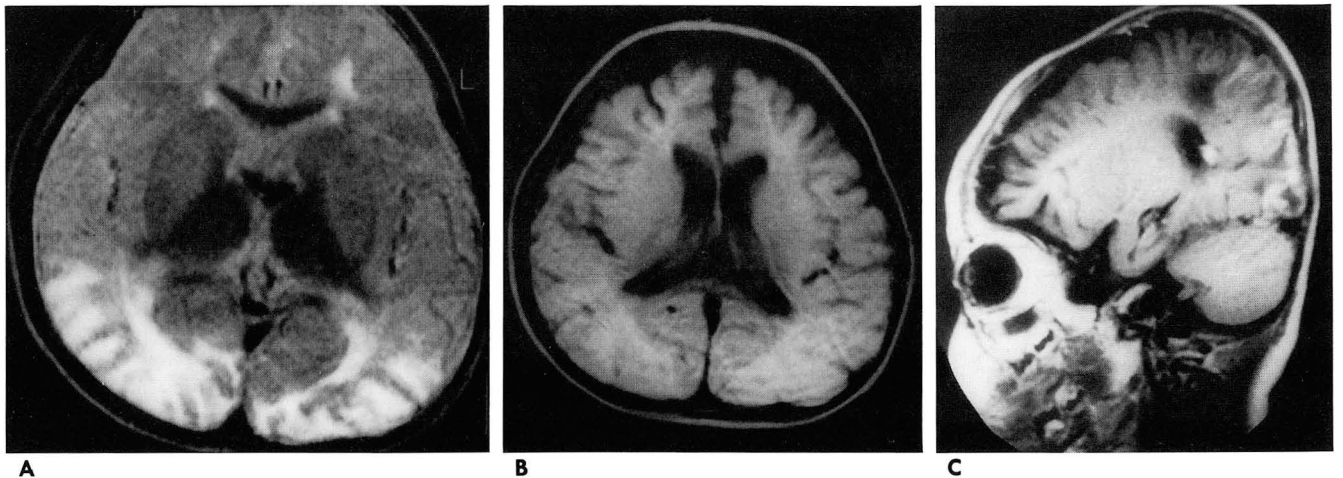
Atypical PKU in a 17-months-old with GTP cyclohydrolase deficiency (case 1); T2-weighted axial (A) image shows symmetrically increased signal intensity in periventricular white matter, subcortical U fibers and gray matter at both parietooccipital and frontal lobes. Proton density weighted image (B) shows prominent sulci due to brain atrophy. Contrast enhanced T1-weighted sagittal image (C) shows gyriform enhancement of right occipital cortex.
